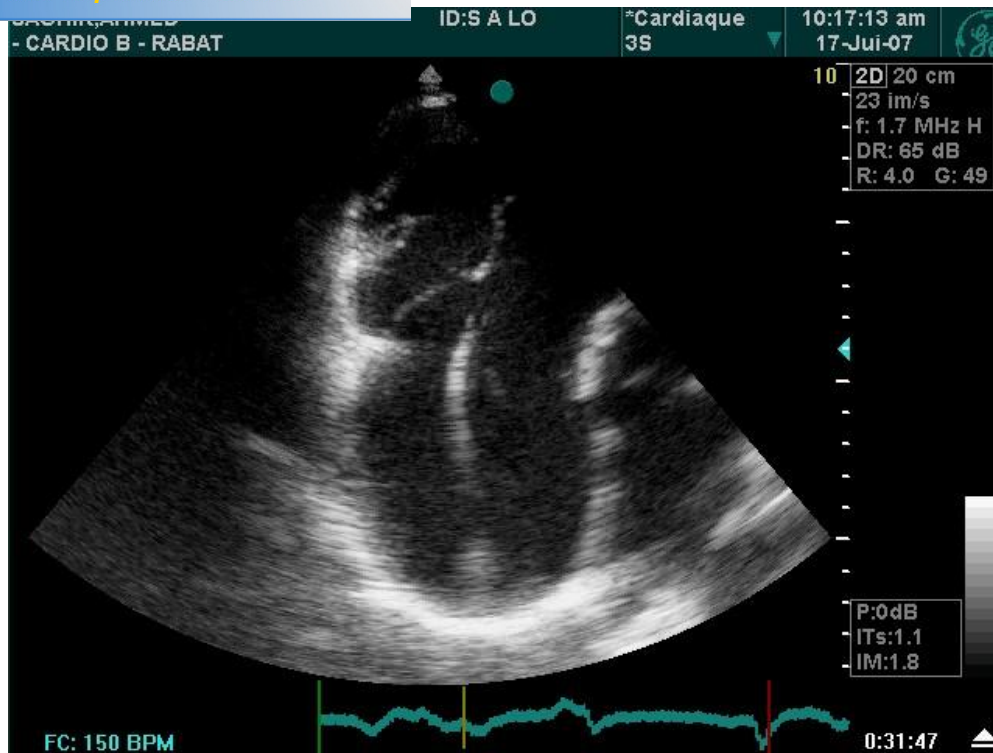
Image échocardiographique montrant un épaississement du bout distal de la sonde ventriculaire.
